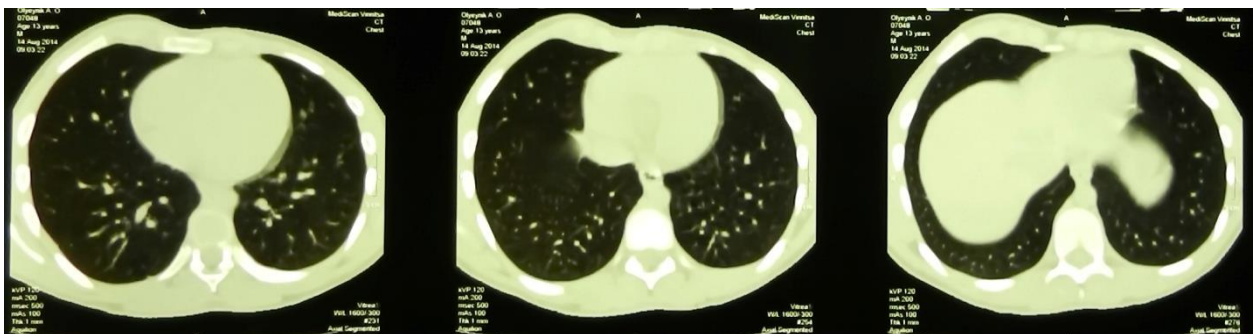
Хворий О. 13 років. медична карта амбулаторного хворого № 14.12583. КТ грудної клітки (пояснення в тексті).
